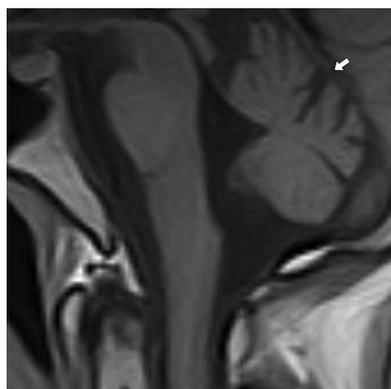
МРТ головного мозга (сентябрь 2018 г.). Атрофические изменения мозжечка (указано стрелкой)
